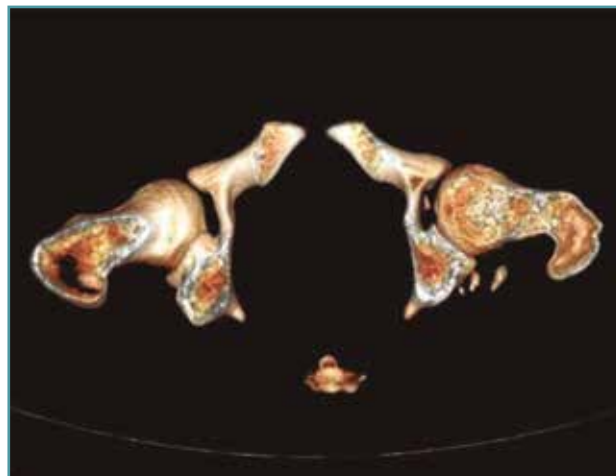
Tomografía computarizada postoperatoria donde se aprecia la presencia de fragmentos óseos intraarticulares.
